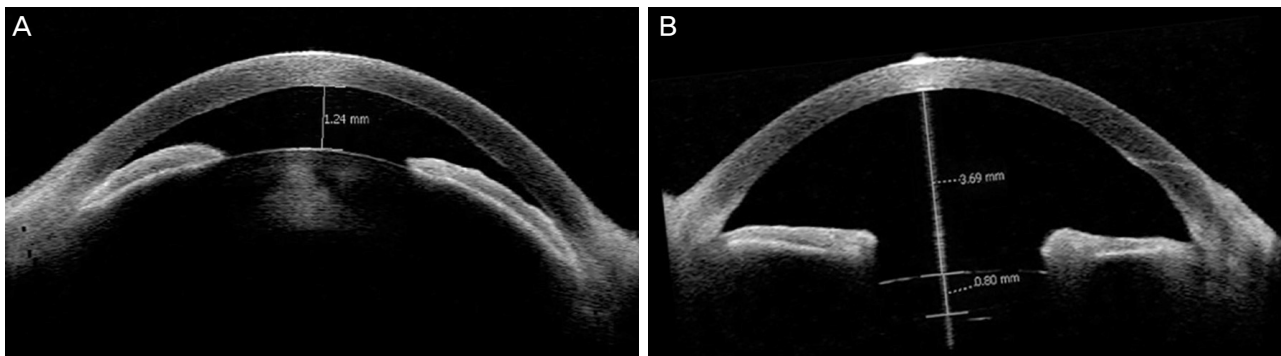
Compared with preoperative anterior segment optical coherence tomography (OCT) image (A), postoperative image (B) showing deepening of anterior chamber depth.
